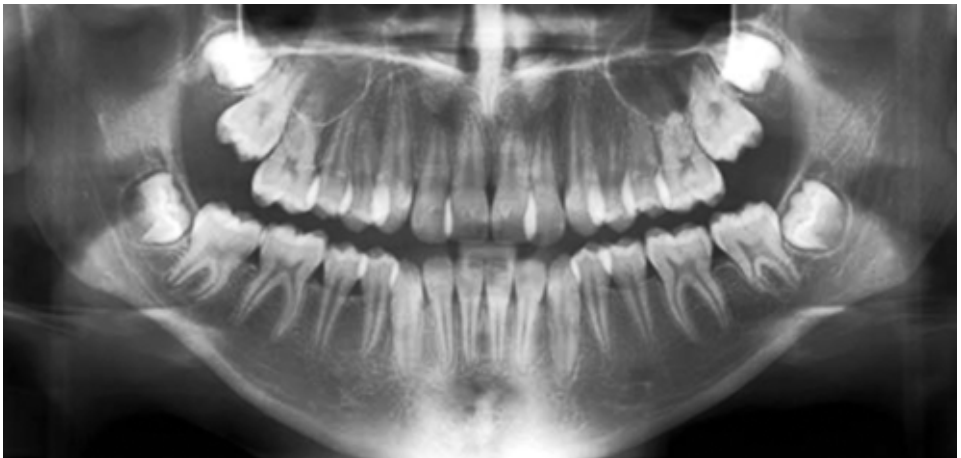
Панорамная томограмма зубных рядов
